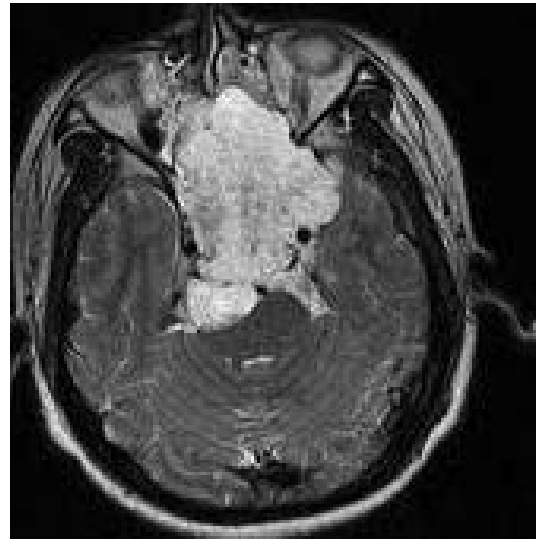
Хордома ската основания черепа и хиазмальной области, неоднородной дольчатой структуры, с деструкцией основной кости, клеток решетчатого лабиринта, с параселлярным, супраселлярным распространением МРТ, T2-W.
